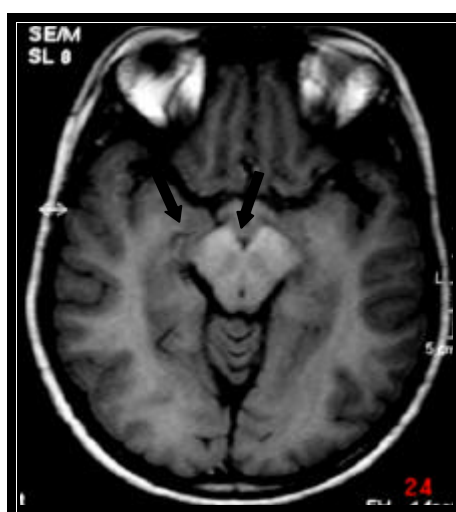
RM do crânio do mesmo paciente da figura 28. Axial SE T1. Observa-se hipersinal em T1 envolvendo os pedúnculos cerebrais (setas).
